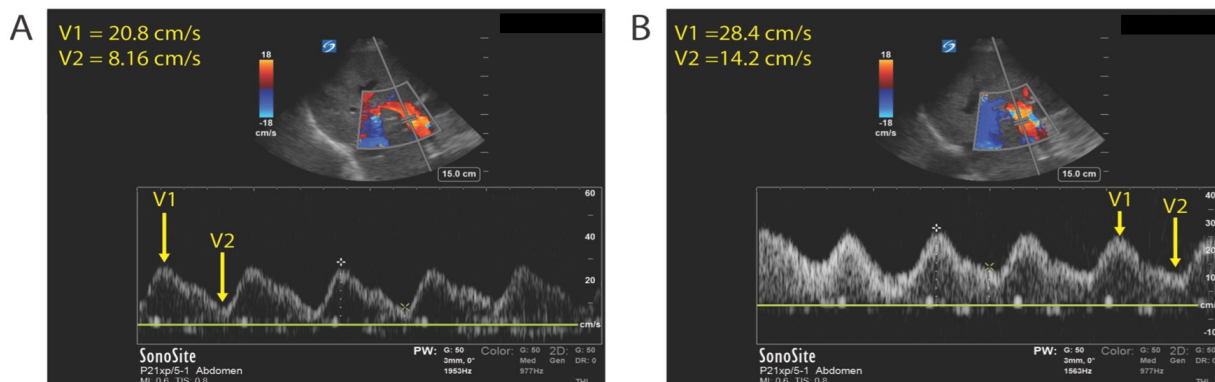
Effets à court terme de l'administration de vasodilatateur inhalés sur le Doppler portal
